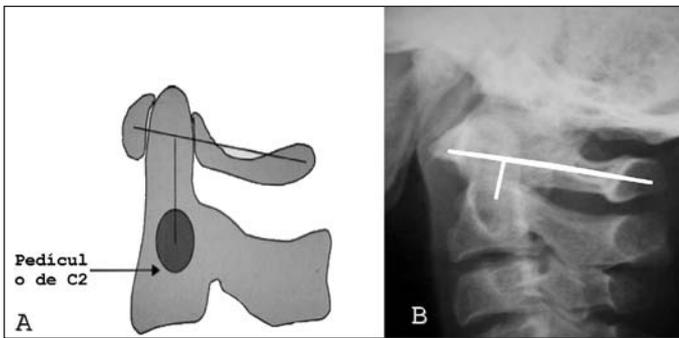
A) Ilustração demonstrando o método de Ranawat (medida da distância entre o centro do pedículo de C2 e a linha transversa no arco de C1), modificado de Riew *et al*⁽¹²⁾. (Reproduzido com permissão de *The Journal of Bone and Joint Surgery, Inc.*). B) Radiografia em perfil da coluna demonstrando a realização da mensuração do índice de Ranawat
